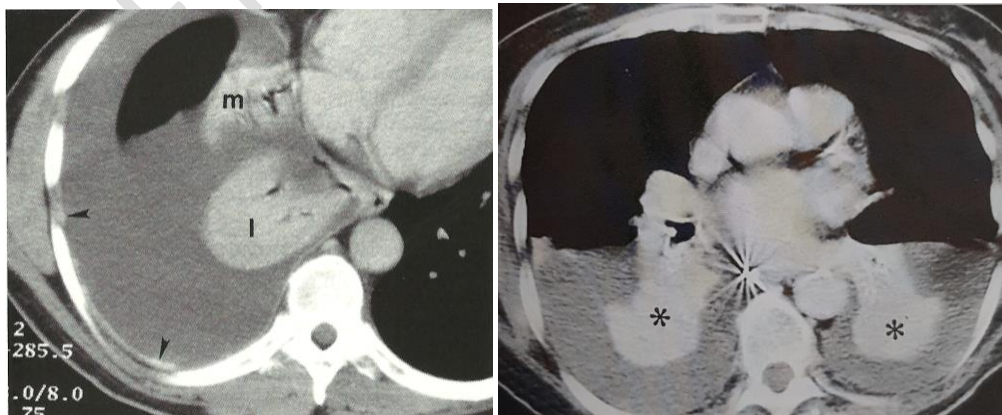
Atelectasias por compresión. (a) Debido a un derrame pleural, la TC con contraste muestra los lóbulos medio (m) e inferior (i) derechos colapsados debido a un gran derrame en el que se observa broncograma aéreo. Las masas pleurales captantes (cabezas de flecha)
